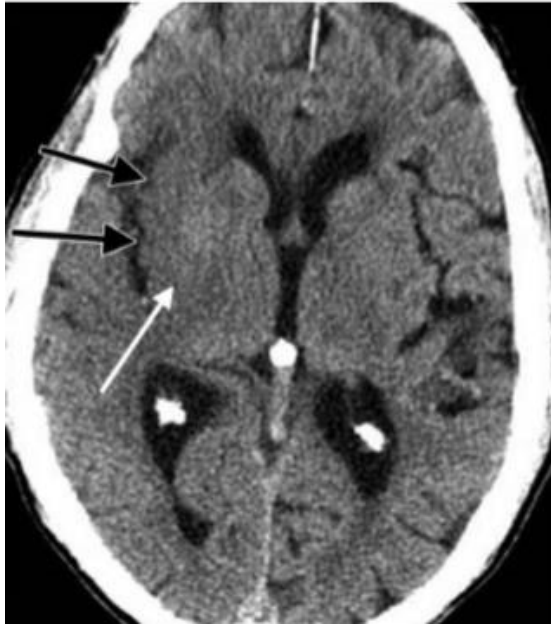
TC sin contraste, obtenida en una mujer de 73 años, 2 horas después del inicio de la hemiparesia izquierda. Se muestra hipoatenuación e hipodensidad del núcleo lentiforme derecho (flecha blanca) y una pérdida de la diferenciación sustancia gris-blanca en los márgenes laterales de la ínsula derecha (flechas negras). Tomado de RadioGraphics 2006; 26:S75–S95.
